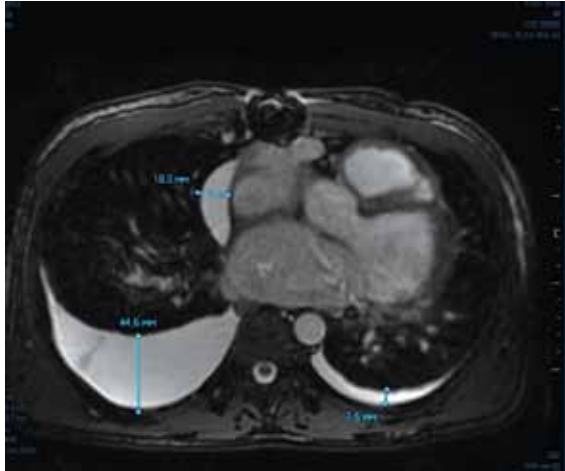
МРТ-поперечний зріз органів грудної клітки. Візуалізується локальний екссудат у перикарді по боковій стінці ПШ, правобічний гідроторакс, незначна кількість екссудату в плевральній порожнині зліва
